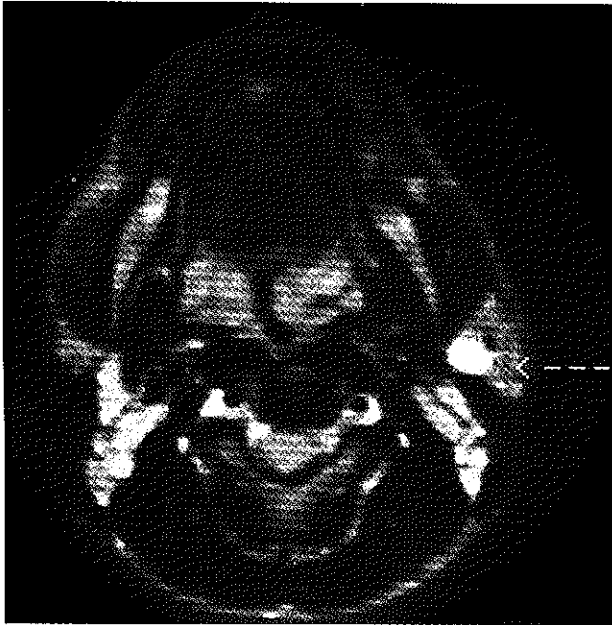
Imagen por resonancia magnética en Spin Eco T₂. Plano axial. Parotidomegalia izquierda con lesiones quísticas hiperintensas.
